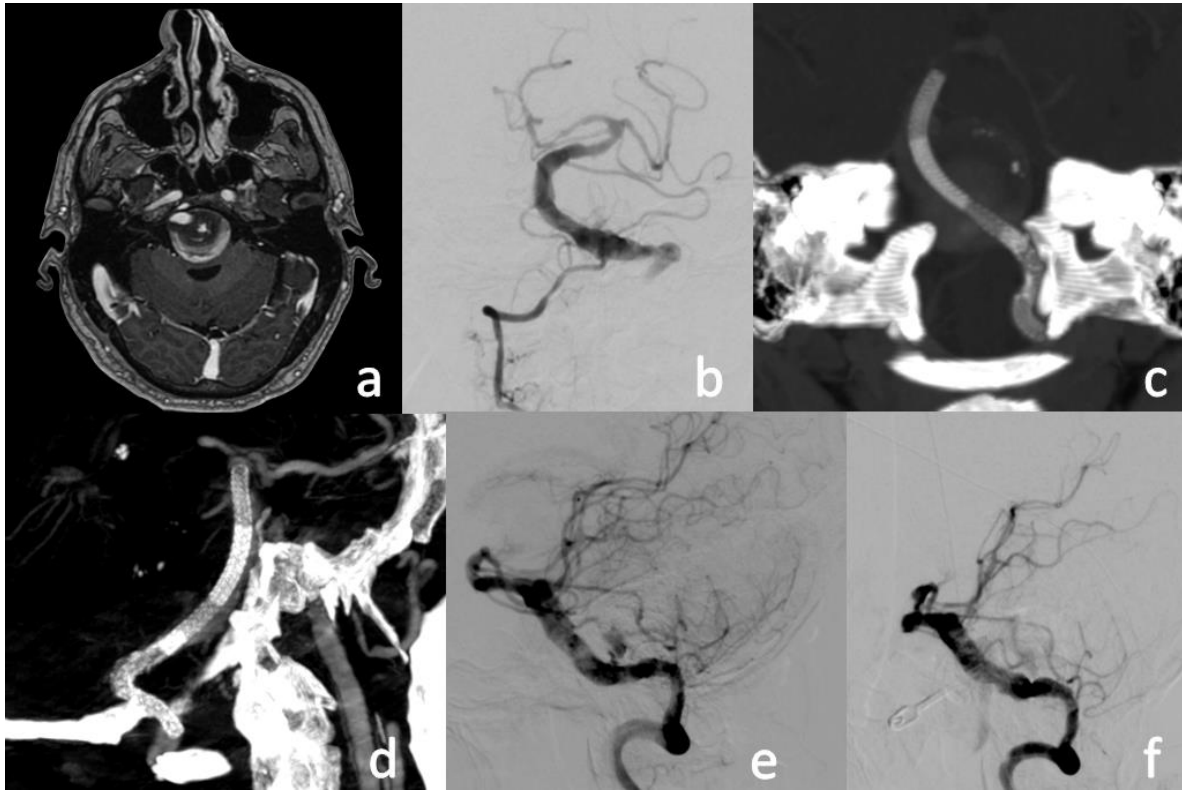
Caso 3, paciente con aneurisma fusiforme de la arteria basilar, a. IRM SPGR-Gd corte axial, presencia de lesión aneurismática con datos de trombosis y efecto de masa en cisterna pontina, b. angiografía de sustracción digital proyección AP evidencia de hipoplasia vertebral derecha, aneurisma fusiforme basilar y dolicoectasia vertebrobasilar derecha, c y d. proyecciones de máxima intensidad de tomografía computarizada coronal y sagital post colocación stent sobre arteria basilar, e y f. angiografía de sustracción digital transquirúrgica previa a la trombectomía/remodelación con clips y posterior a la misma.
